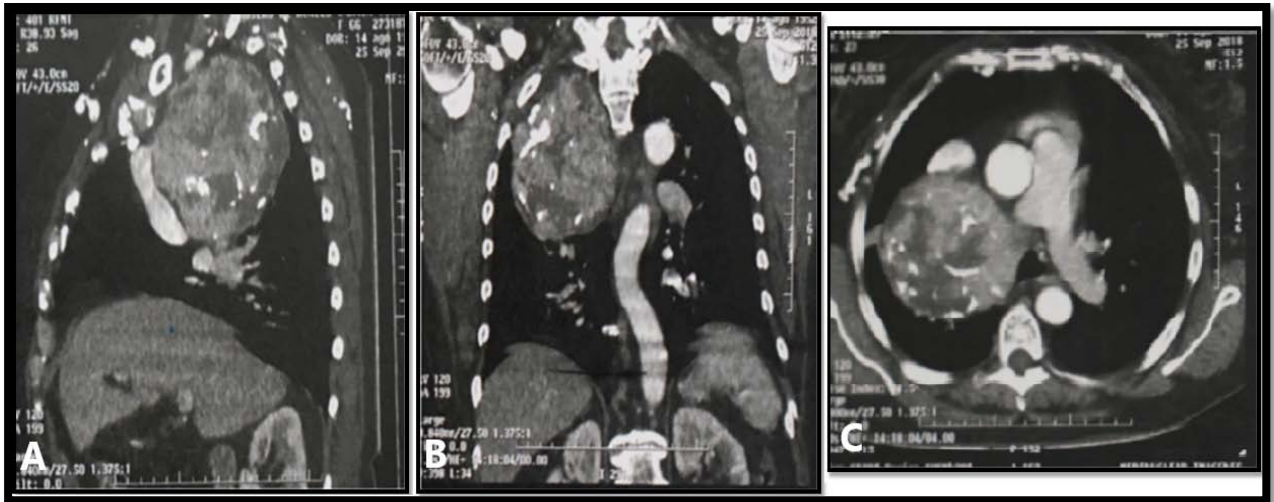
TDM thoracique en reconstruction sagittale (A), coronale (B) et coupe axiale (C) qui montrent un prolongement thoracique du lobe supérieur droit d'un goitre d'aspect hétérogène contenant des calcifications hyperdenses (93)
